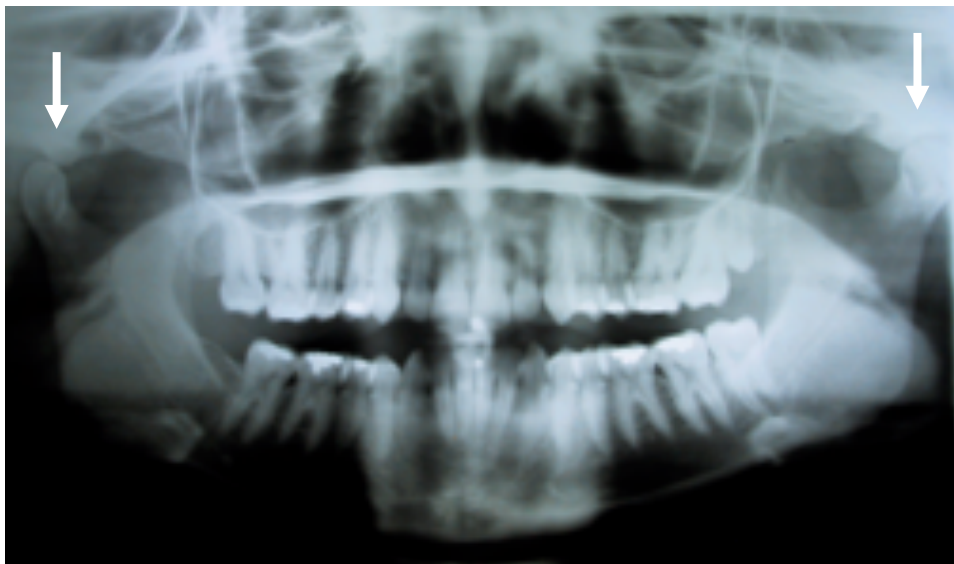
Ortopantomografía. Esta técnica muestra una imagen general del macizo óseo maxilomandibular y dentario. Así como una visión panorámica de los CACM. (Flechas)
